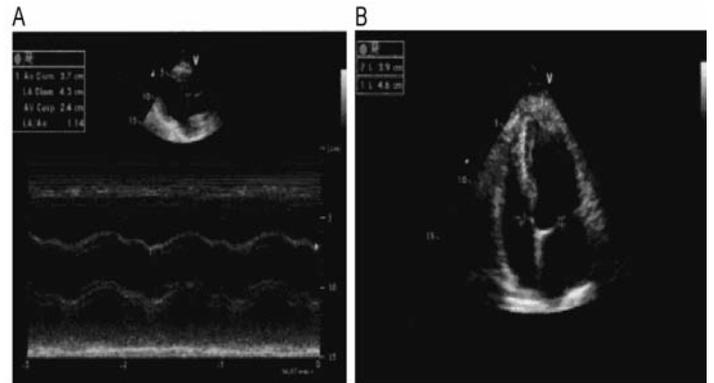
A) Modo M mostrando aorta e aurícula esquerda. B) Apical 4 câmaras.
